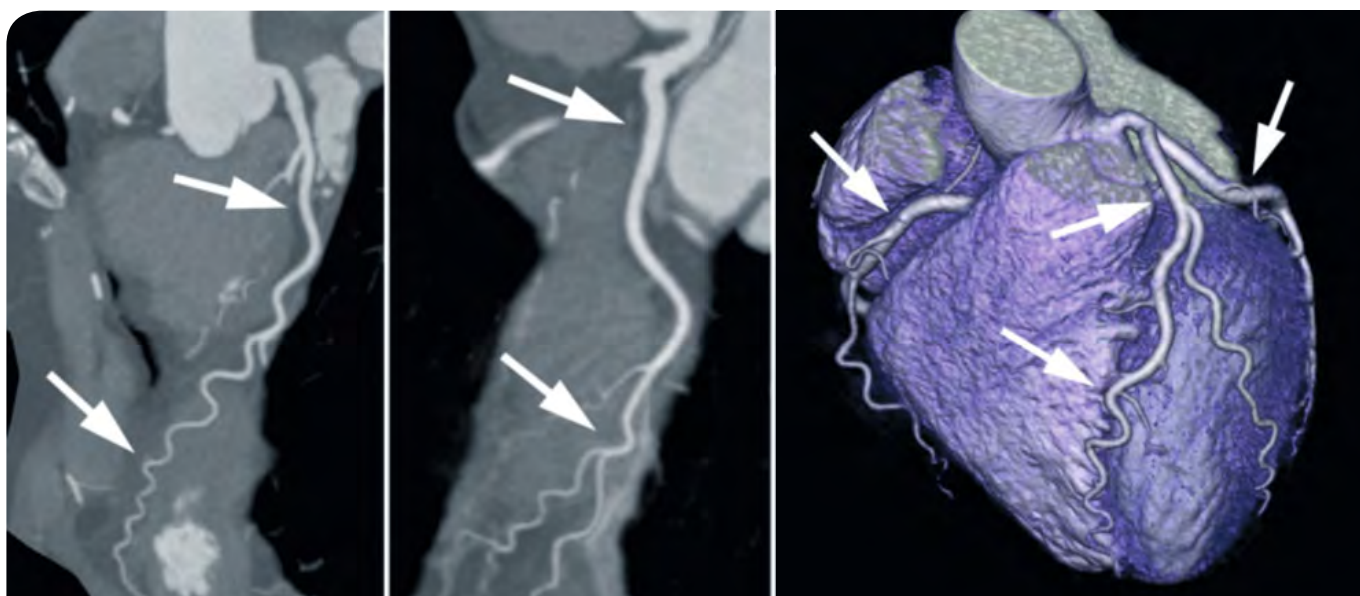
Darstellung der Herzkranzgefäße (Pfeile) mittels Computertomographie nach intravenöser Gabe von Kontrastmittel. Links und Mitte zweidimensionale Bilder, die die Herzkranzgefäße im Verlauf zeigen. Rechts dreidimensionale Rekonstruktion.
